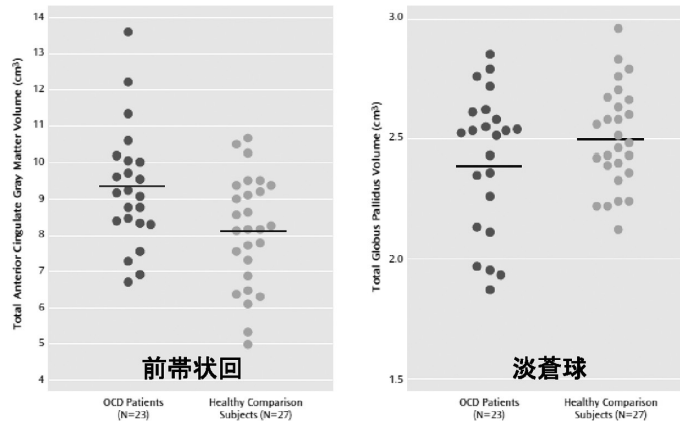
早期発症タイプと画像：MRI/ROIによる解析
